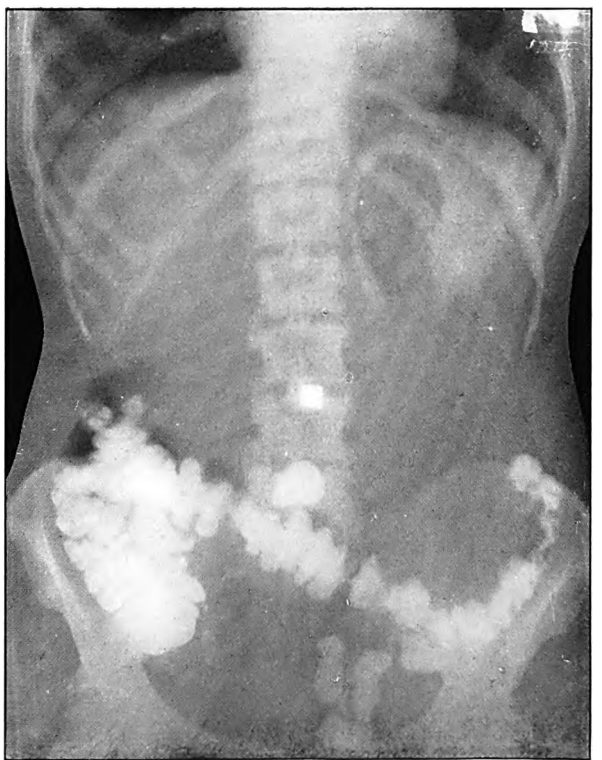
Röntgenbild in stehender Stellung, 46 St. nach der R.-Mahlzeit. Der Divertikelschatten ist sichtbar gerade unterhalb dem viereckigen Schatten der Nabelmarke und unmittelbar oberhalb des Colon transversum.
